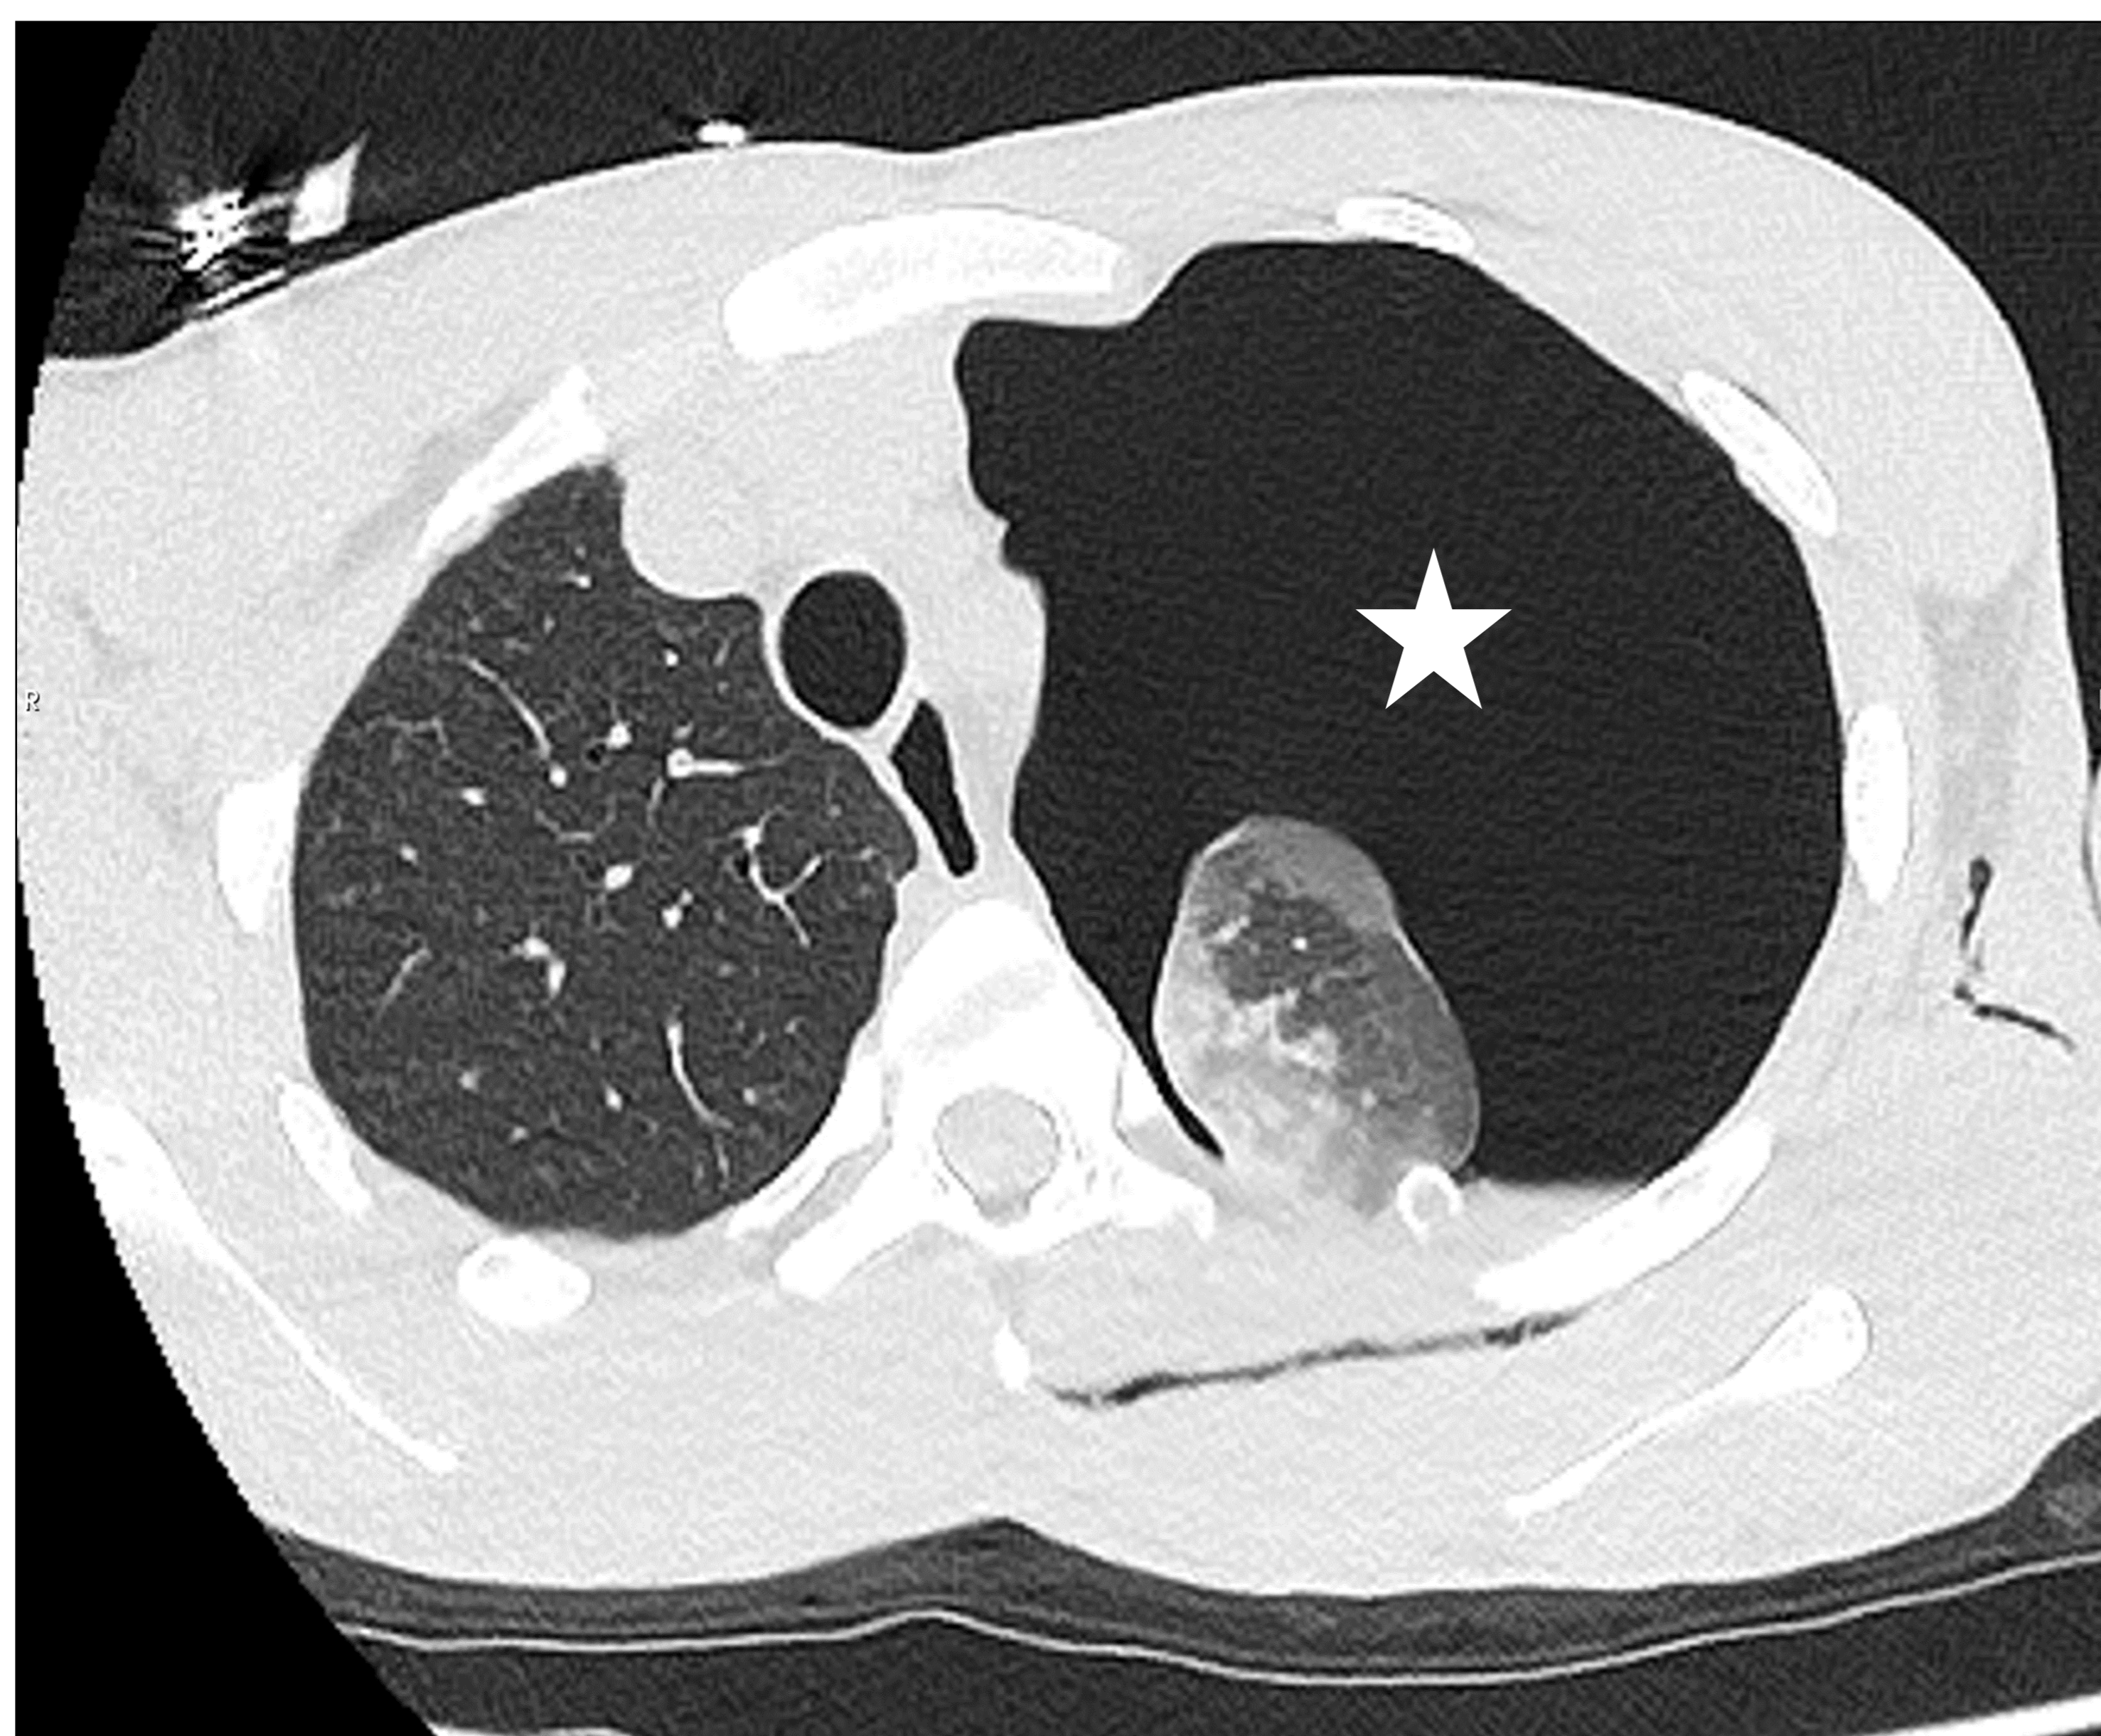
TC torácico basal. Marcada presencia de aire en el espacio pleural izquierdo (estrella), que condiciona desplazamiento contralateral del mediastino, compatible con neumotórax a tensión.
